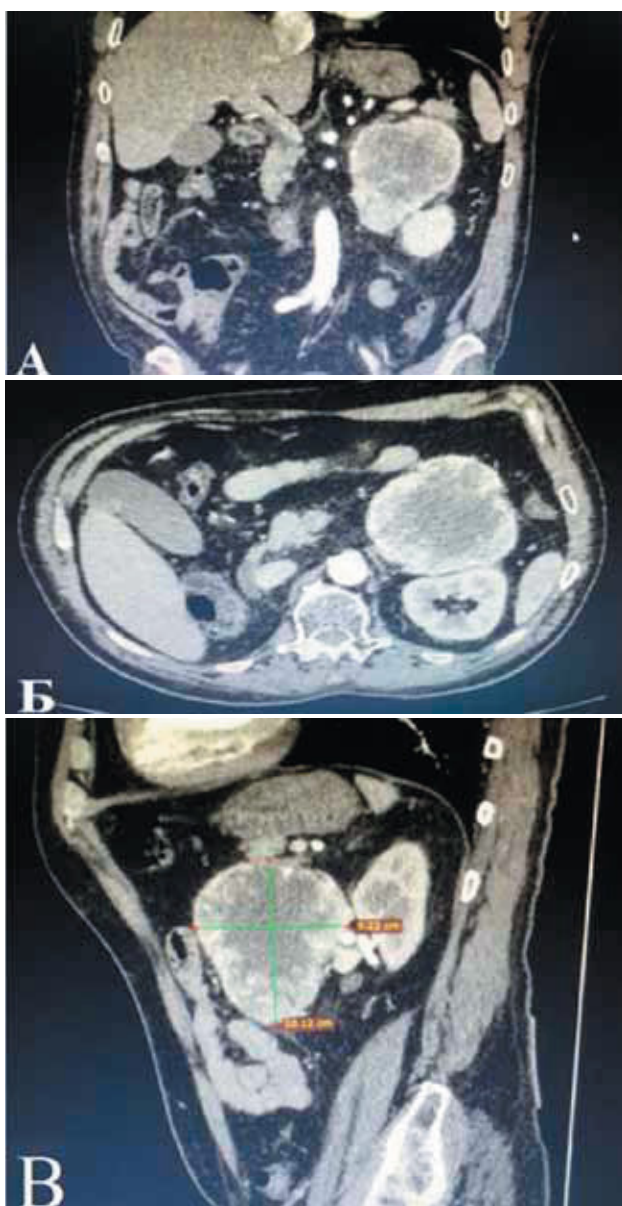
Мультиспиральная компьютерная томография органов брюшной полости с внутривенным контрастированием. Забрюшинное образование слева размером 11,0×10,1×9,2 см. накапливающее контрастный препарат, прилежащее к левой почке (А — фронтальная проекция; Б — аксиальная проекция; В — сагиттальная проекция)
